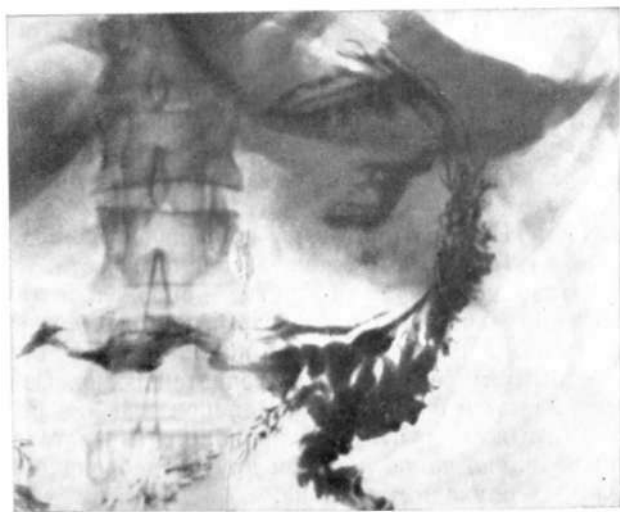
Обзорная рентгенограмма желудка. Желудок смещен латерально экзогастрально растущей неэпителиальной опухолью с глубоким распадом.
